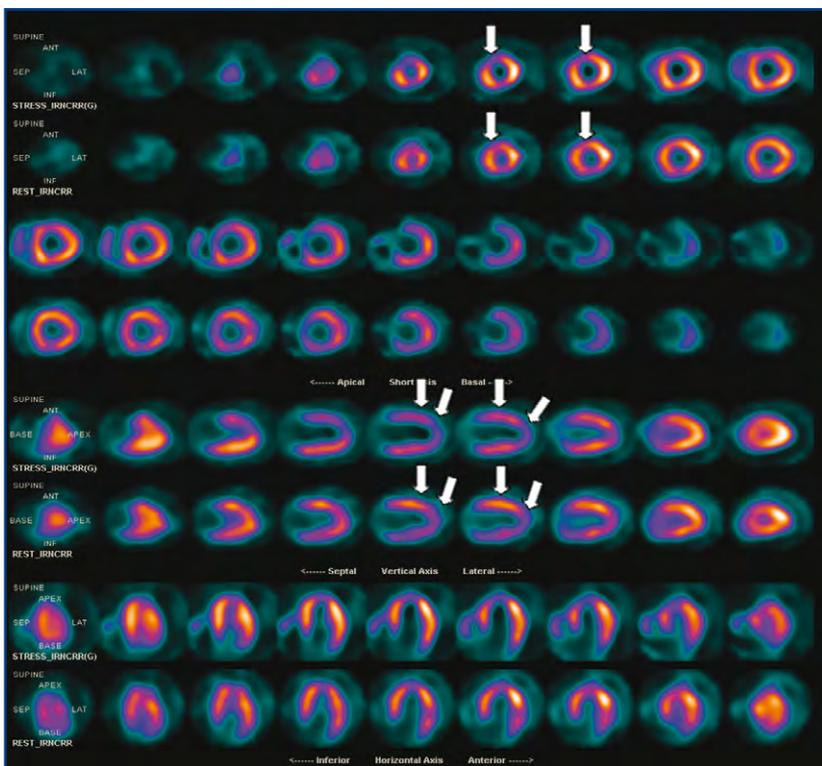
Gated-SPECT (estresse com adenosina): hipocaptação transitória anterior, apical e ântero-septal.
